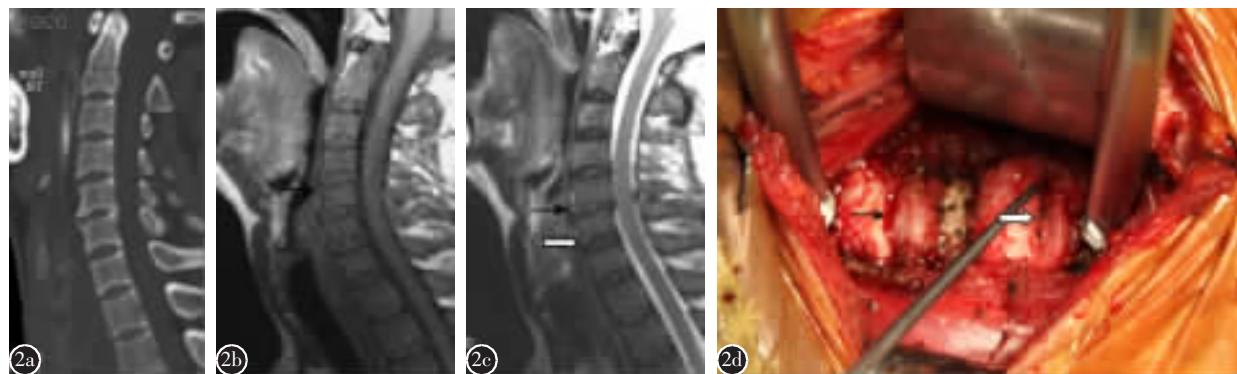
患者男,54岁,车祸伤 a 术前 CT 未见颈椎骨折脱位 b 伤后 3 周 MRI T1 加权像示 ALL C4/5 平面 T1D(黑箭头) c 伤后 3 周 MRI T2 加权像示 ALL C5/6 平面 T2L、T2T(黑箭头),C6/7 平面 T2T(白箭头) d 术中见 C5/6(黑箭头)、C6/7(白箭头)平面 ALL 撕裂
